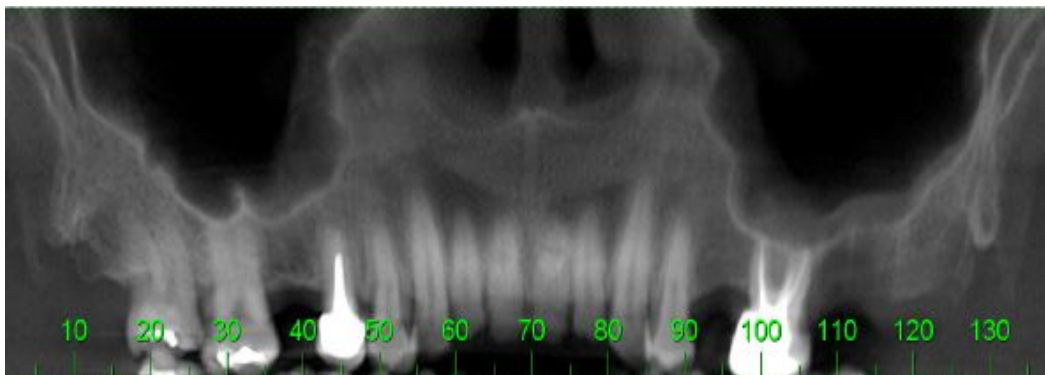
Radiografia panorâmica evidenciando as fraturas radiculares horizontais nos terços apicais dos elementos 11 e 21.
